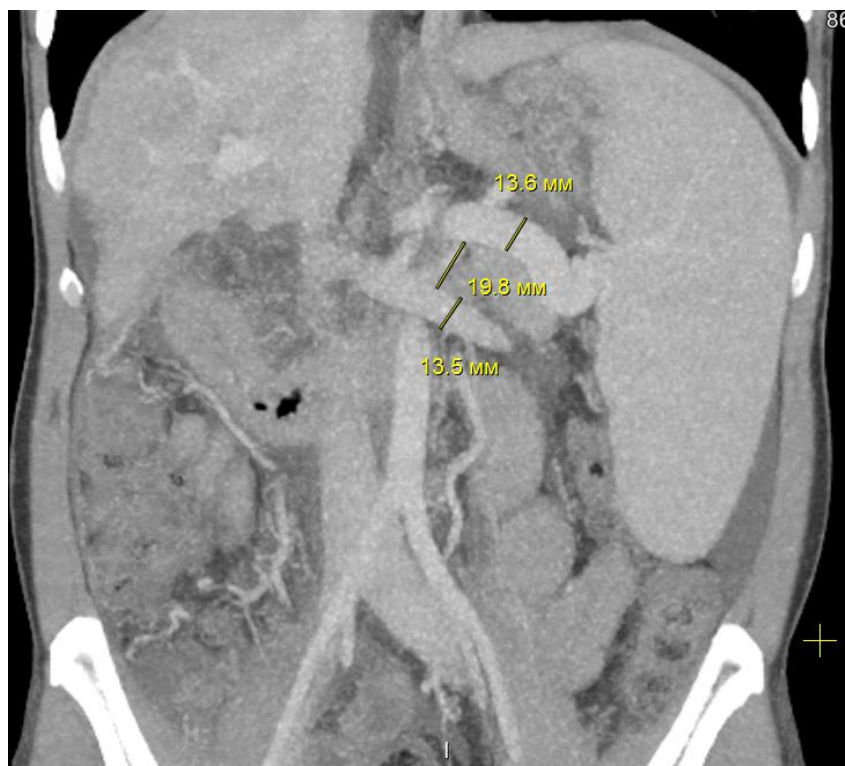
Предоперационная КТ органов брюшной полости с внутривенным контрастированием. Определение диаметра и расстояния между селезеночной и левой почечной венами.
